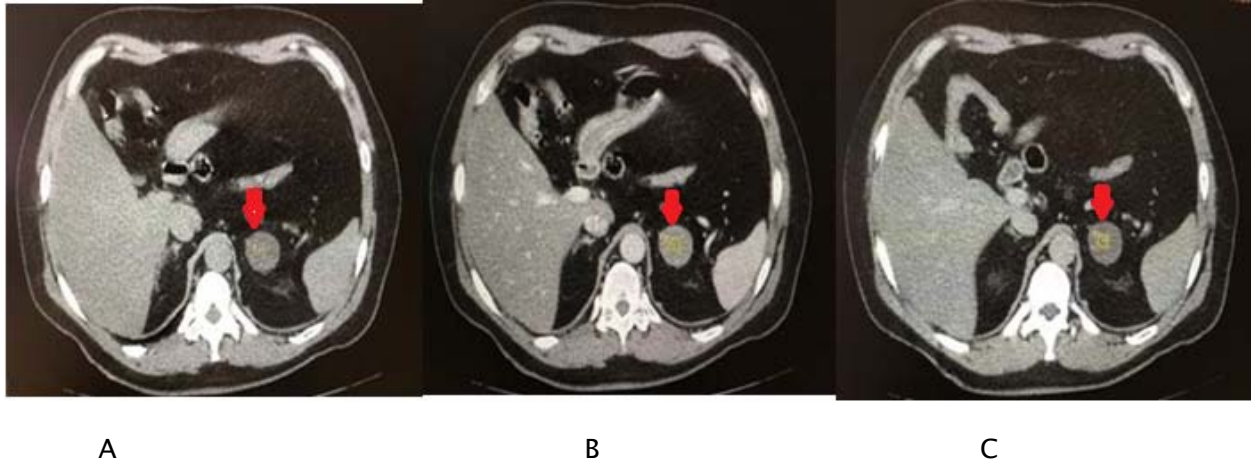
TDM abdominale sans et avec injection du produit de contraste au temps portal et au temps tardif à 15min
